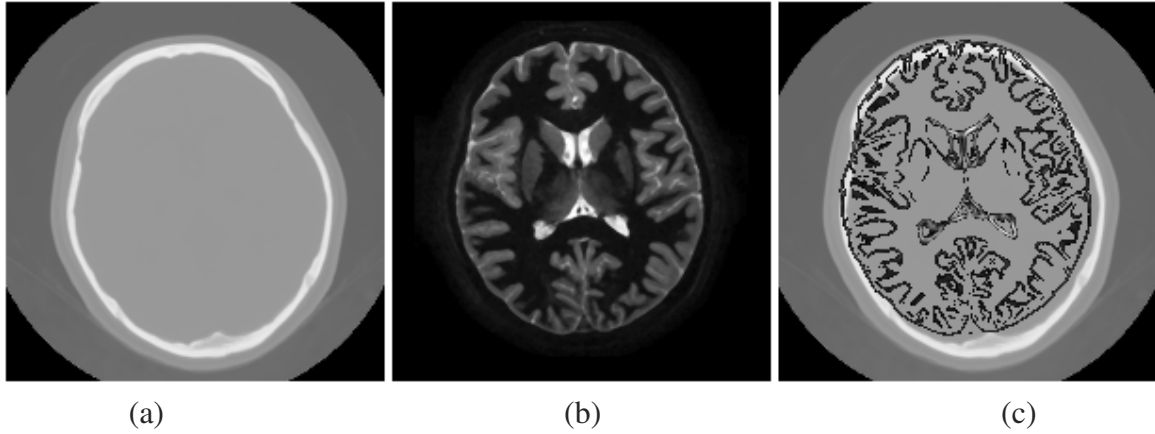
临床数据CT (a) , MRI (b) 和配准前相对位置 (c)
